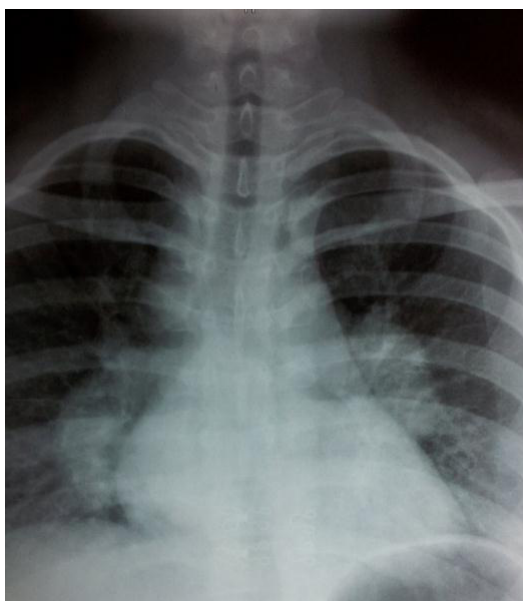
P-A X-ray of the patient
